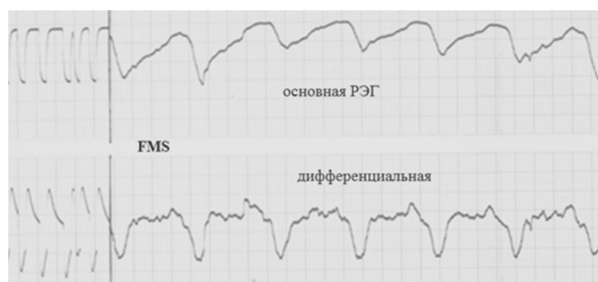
Отсроченная церебральная гипоперфузия, наступившая после стадии первичной церебральной гиперперфузии у пациента с ПРБ.
